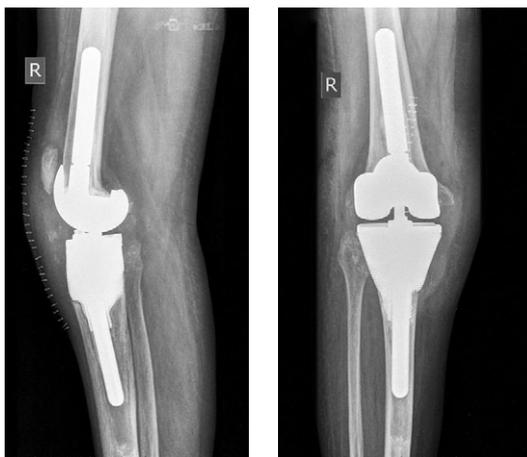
Послеоперационные рентгенограммы коленного сустава в прямой и боковой проекциях с индивидуальным титановым аугментом
